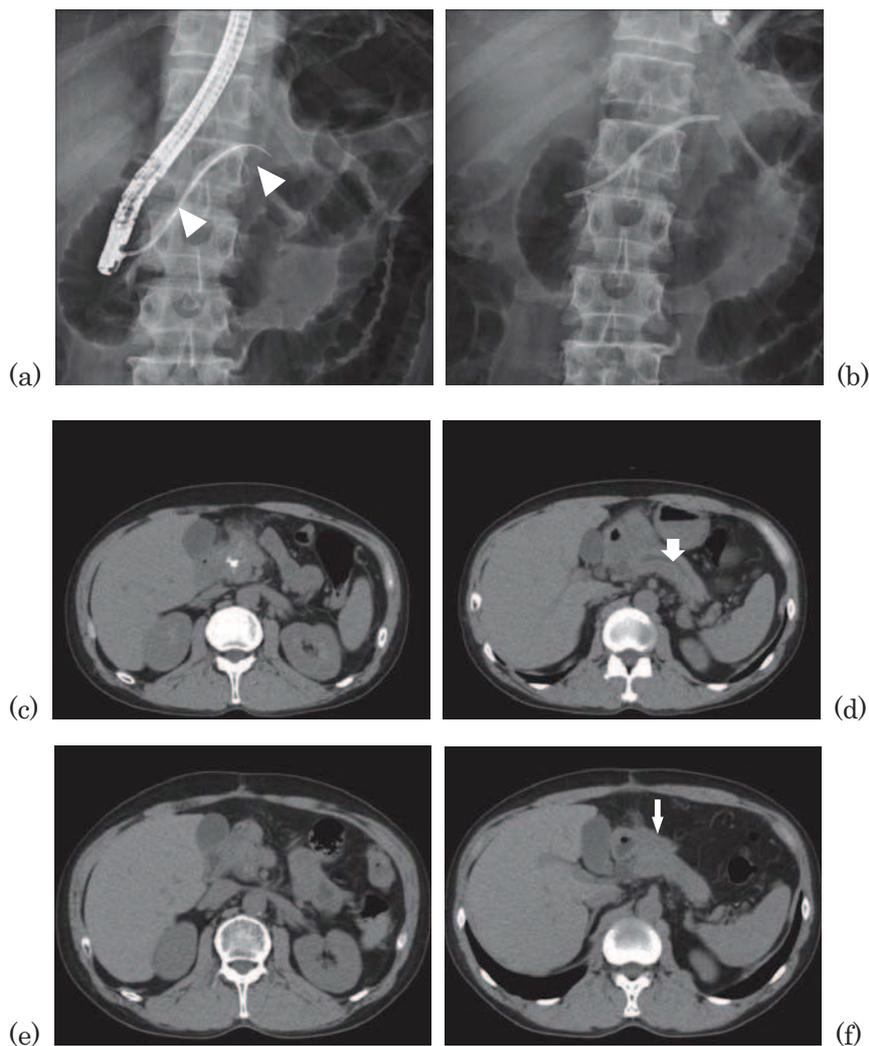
症例3の術前 ERCP と術前後の腹部 CT
